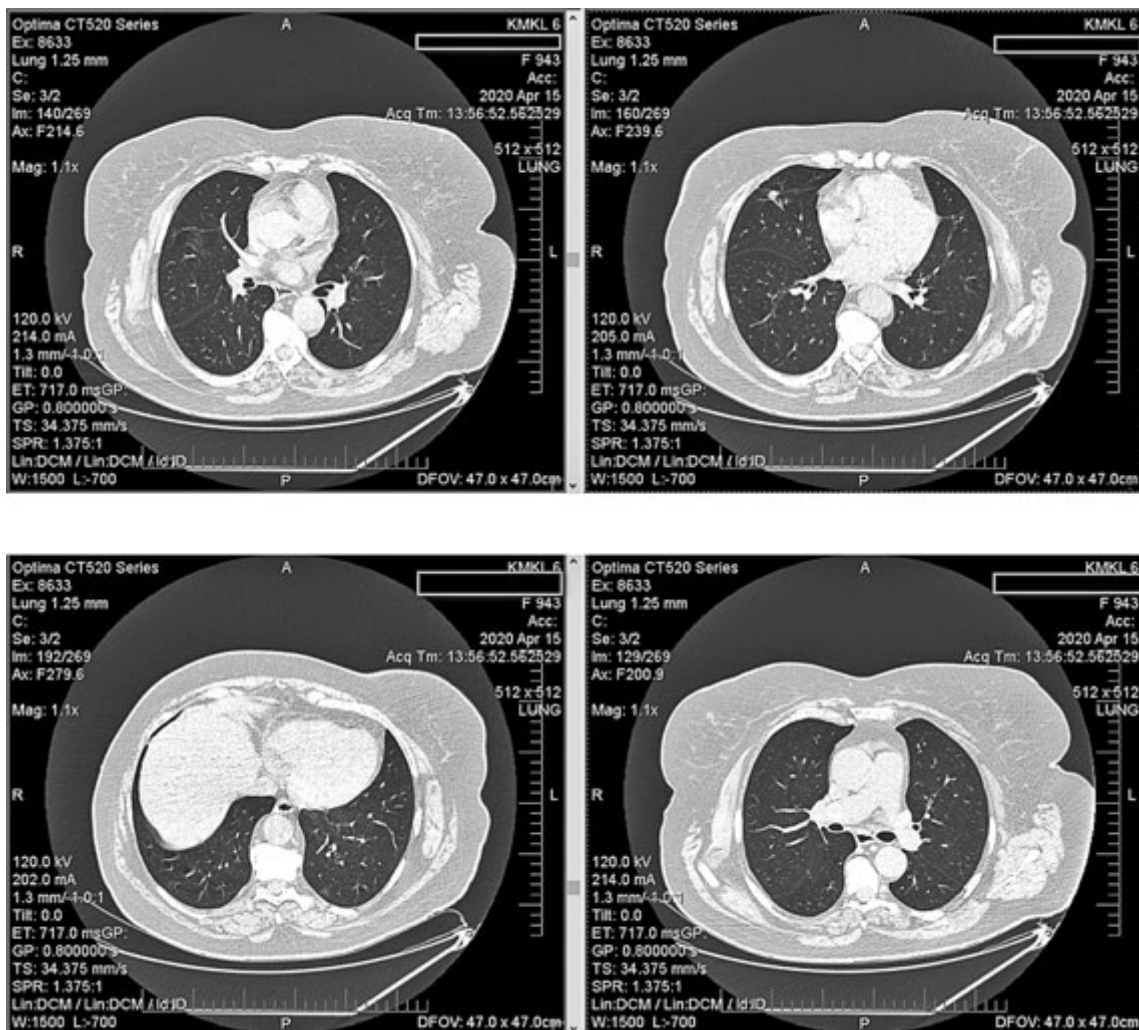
КТ ОГП від 15.04.2020 р. (3-й день хвороби)
